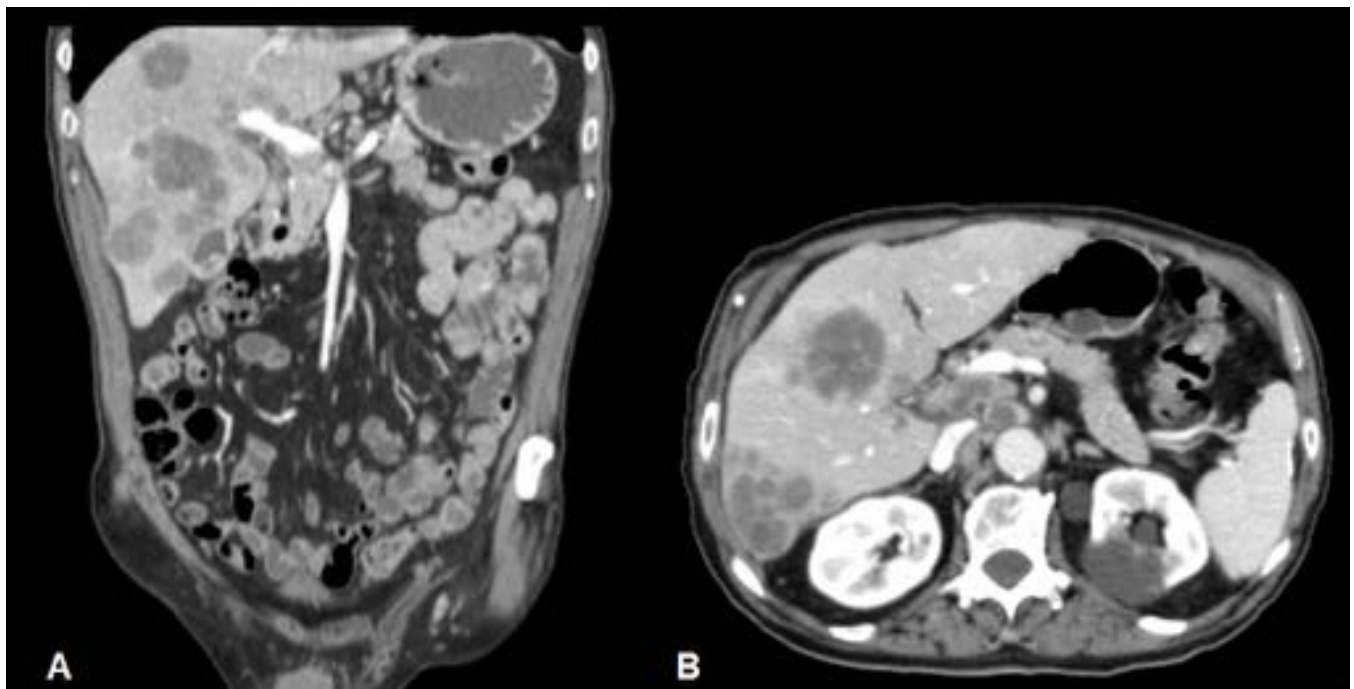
TC abdominal con contraste intravenoso (fase portal). reconstrucción coronal (A) y corte axial (B), se aprecian múltiples lesiones hipodensas en región hepática, de características heterogéneas y tamaño variable, compatible con enfermedad secundaria en paciente con carcinoma papilar de tiroides avanzado.
